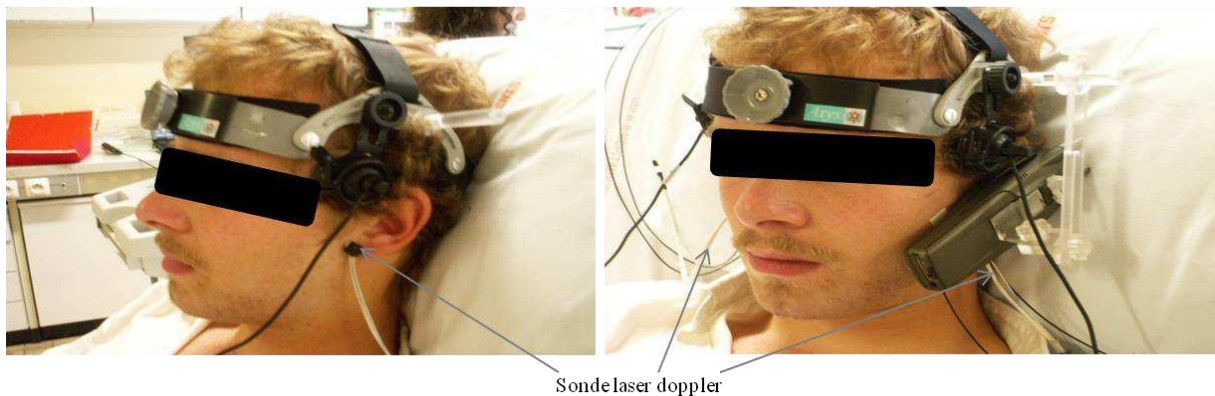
L'emplacement des deux sondes laser Doppler thermostatiques appliquées sur le visage à proximité des lobes d'oreilles sur la partie de la peau glabre.
